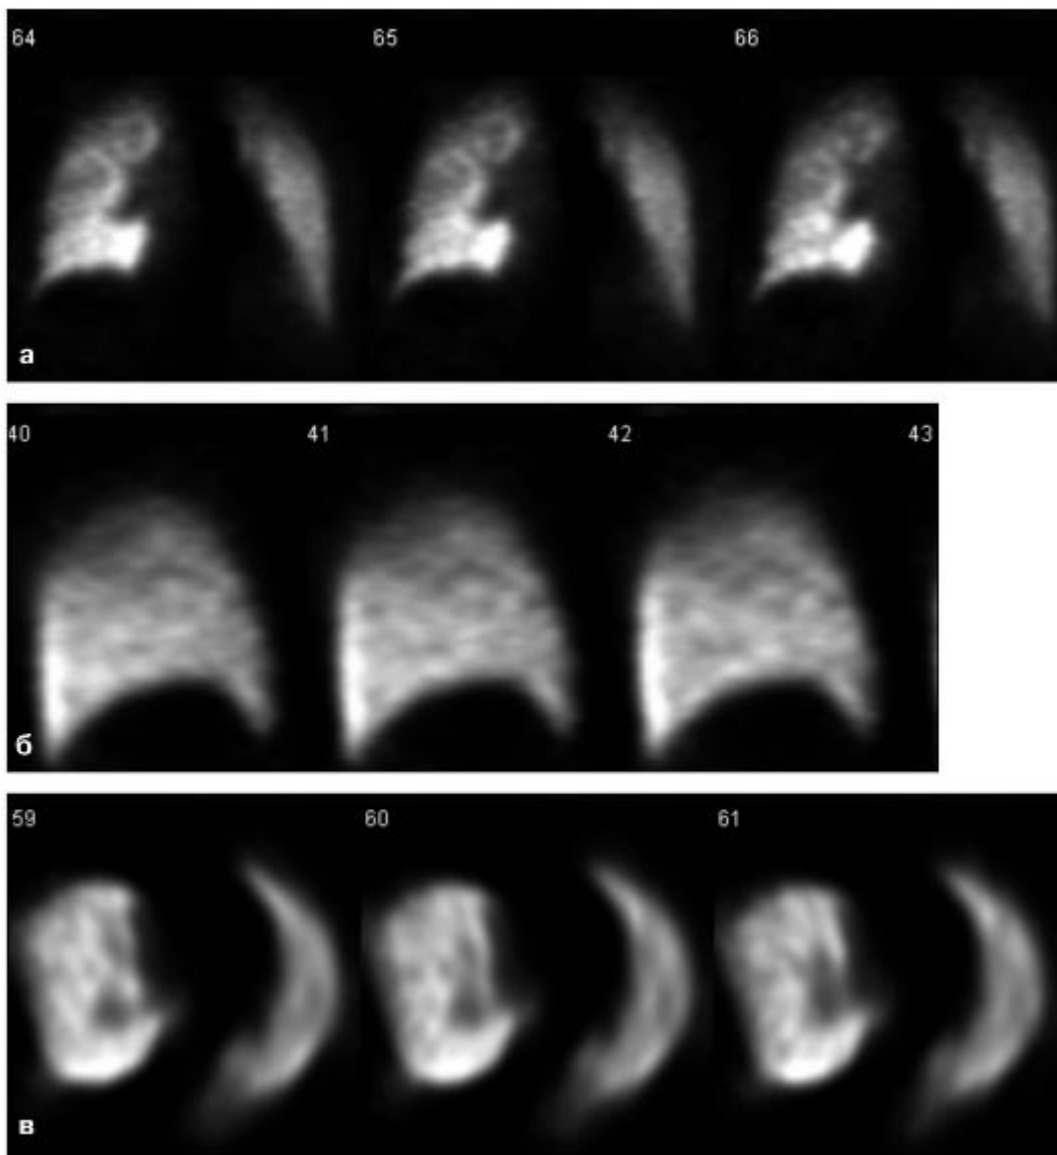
Серії перфузійних однофотонних емісійних комп'ютерних томограм легень у фронтальній (а), сагітальній (б) та аксіальній (в) площинах.
